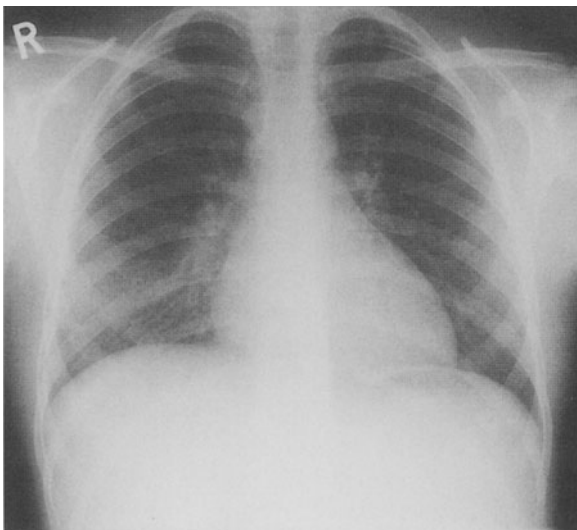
Thoraxröntgenbild eines 8-jährigen Jungen mit idiopathischer Lungenhämosiderose. Bilaterale alveoläre und interstitielle Infiltrate, die zunächst als rezidivierende Pneumonien fehlgedeutet wurden
